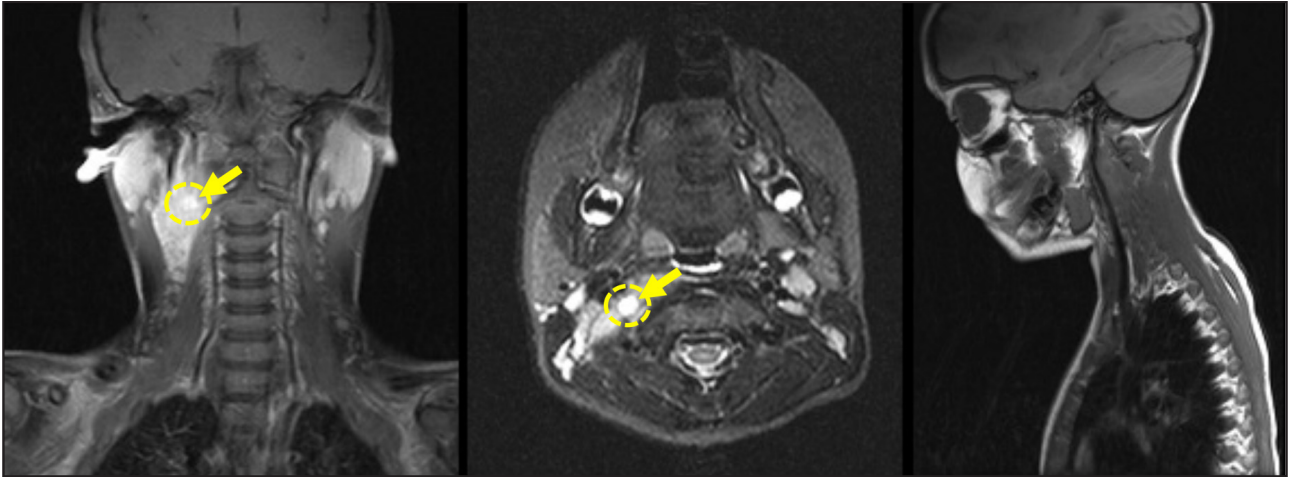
Imatge de l'RM de control. Abscés d'aspecte flegmonós de mida més petita (5 x 5 x 6 mm), amb desplaçament lleu dels vasos de l'espai carotídi. A la imatge del tall sagital la lesió ja no és visible.
